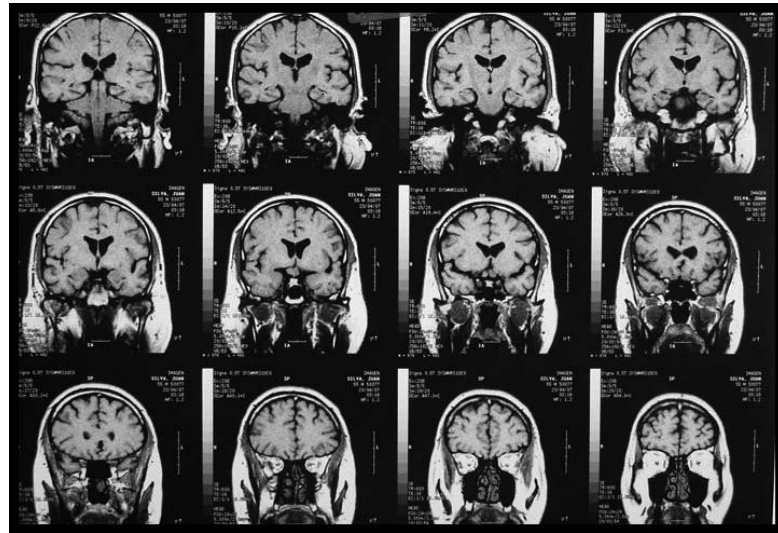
RM encefálica, cortes coronales en T1.
